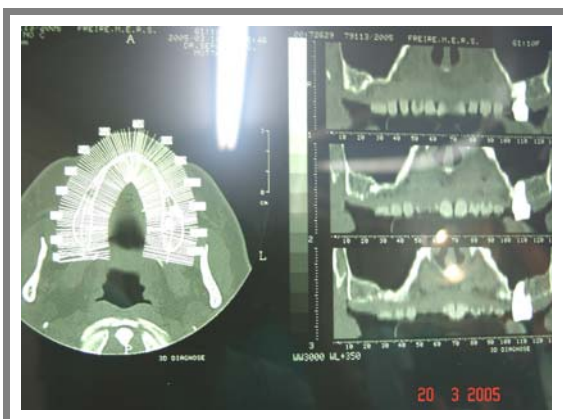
Tomografia computadorizada inicial (2005)
